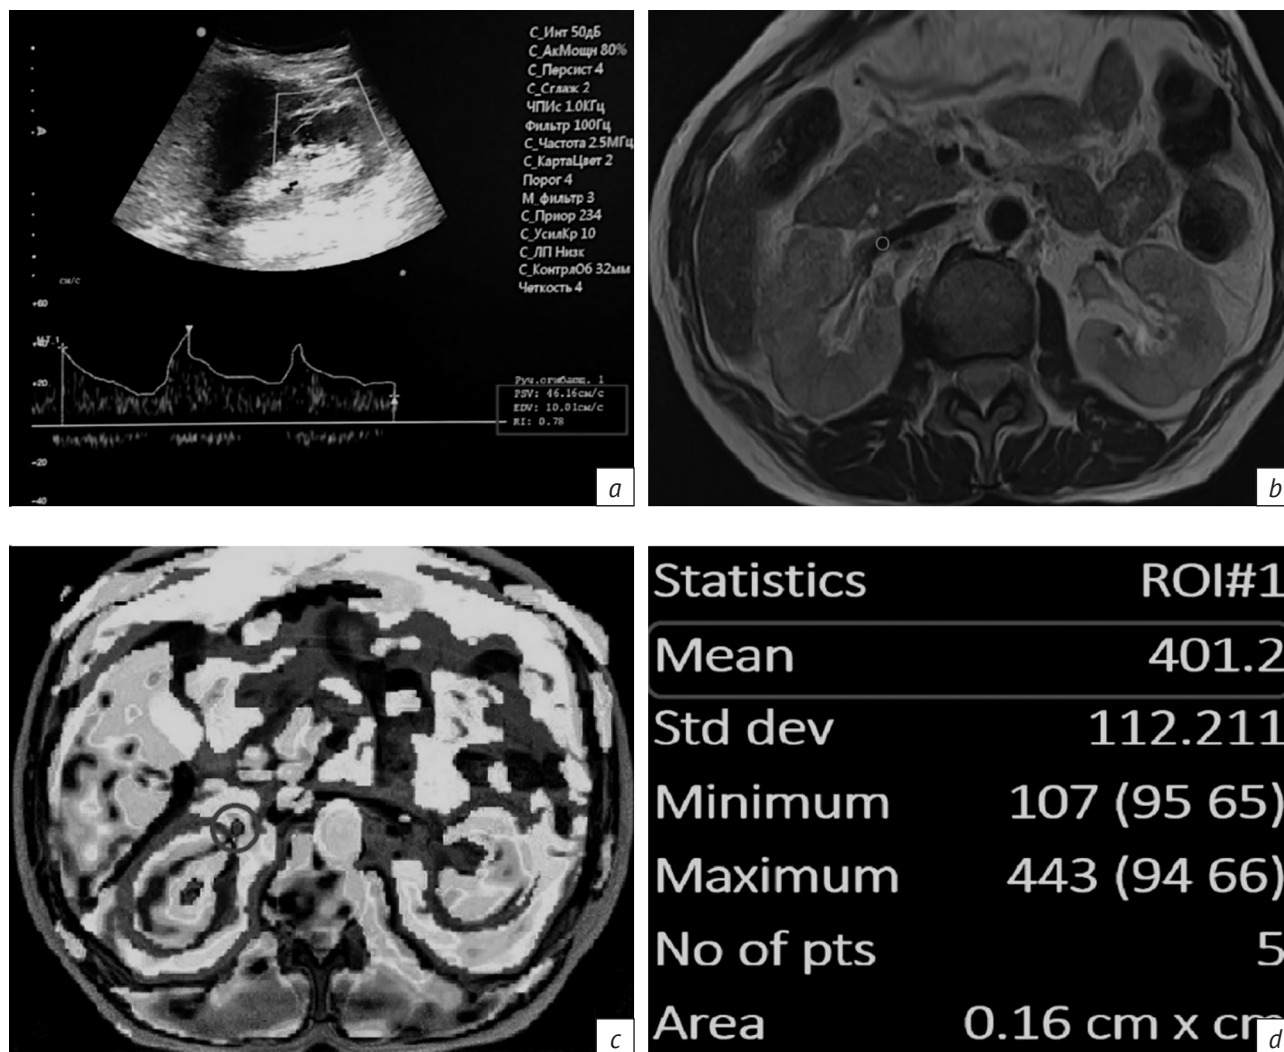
Результат ультразвукового (УЗ) доплеровского исследования сосудов почки и магнитно-резонансной томографии (МРТ) органов брюшной полости с бесконтрастной перфузией с маркированием артериальных спинов (arterial spin labeling, ASL) почек:
